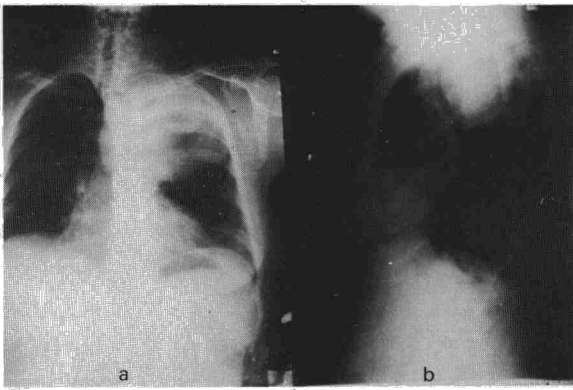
Radiografías posteroanterior (A) y lateral (B) de tórax, en las que puede apreciarse una masa que afecta a tercio superior de mediastino y hemitórax izquierdo.
